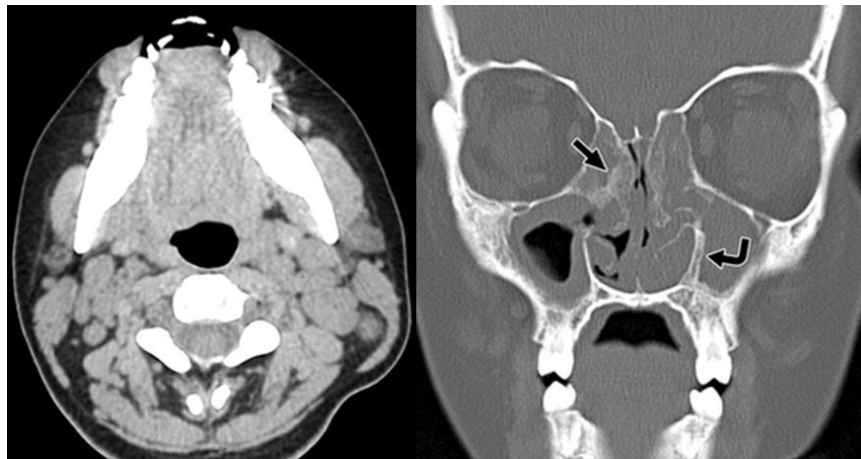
Хвороба Розаі-Дорфман (Rosai-Dorfman). КТ навколоносових пазух у аксіальній і фронтальній площинах – визначається двостороння шийна лімфаденопатія і відповідні зміни навколоносових пазух у вигляді дифузного нерівномірного потовщення слизової оболонки і окістя решітчастої кістки (пряма стрілка) і гайморових пазух (вигнута стрілка). Хвороба Розаі-Дорфман є рідкісним захворюванням, що характеризується надвиробництвом (проліферацією) і накопиченням певного типу білих кров'яних клітин (осілі макрофаги) в лімфатичних вузлах тіла (лімфаденопатія), але найчастіше в шийних вузлах (шийна лімфаденопатія). У деяких випадках ненормальне накопичення гистіоцитів може відбуватися в інших ділянках тіла, крім лімфатичних вузлів: шкіра, центральна нервова система, нирки і шлунково-кишковий тракт.
